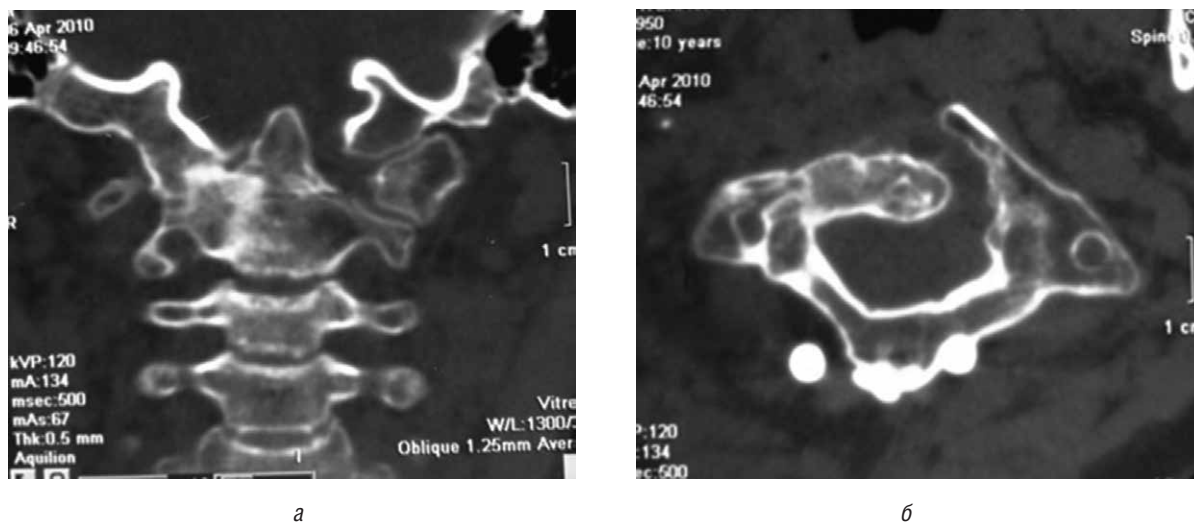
Коронарный (а) и аксиальный (б) срезы КТ пациента в возрасте 15 лет. Костное сращение зуба и боковых масс C_2 с затылочной костью
